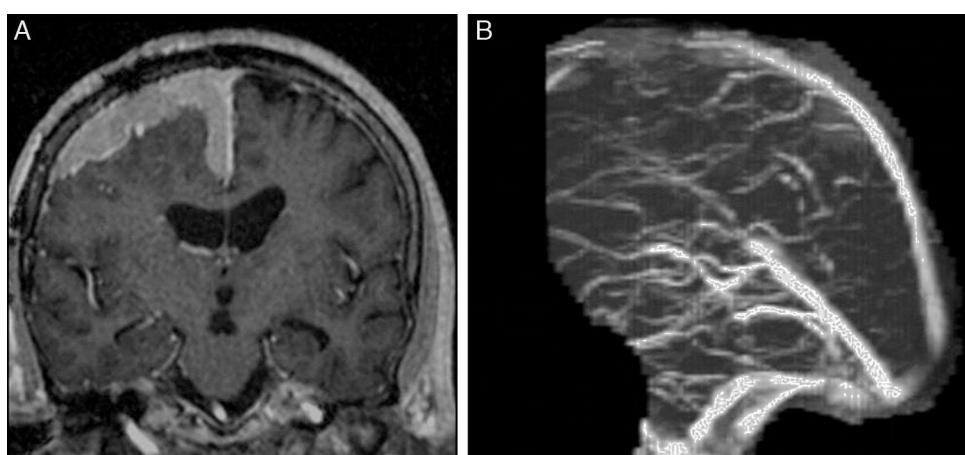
A) RM Coronal T1 con gadolinio: lesión extraaxial con crecimiento en placa y realce intenso y homogéneo en la convexidad y la hoz cerebral. B) Angio-RM en tiempo venoso: pérdida de señal en el sector anterior del seno longitudinal superior. Dx: meningioma de la convexidad con compromiso del seno venoso.
